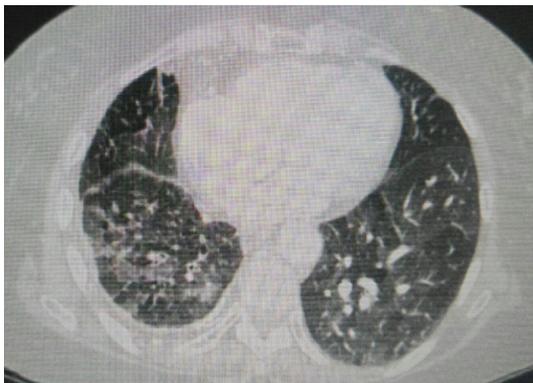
Tomografía computarizada (TC) torácica: infiltrados alveolares parcheados bilaterales
